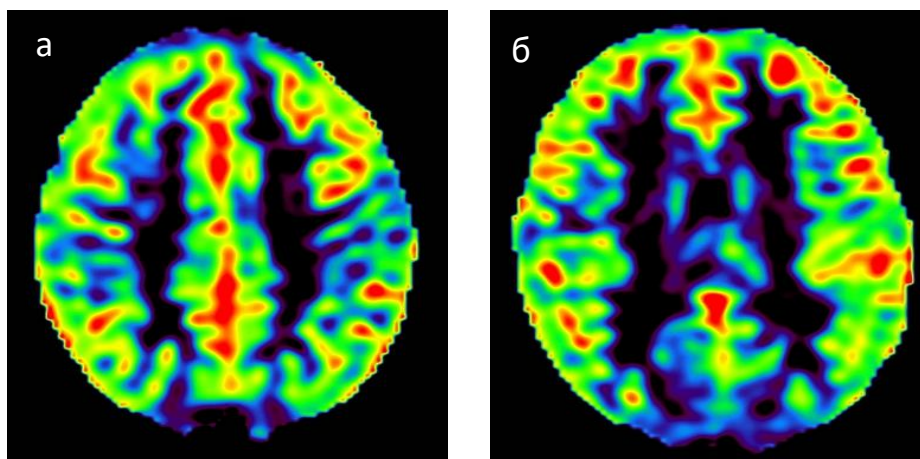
Перфузионные характеристики головного мозга в норме (ASL). Важным при оценке перфузии является наличие идентичности перфузионных характеристик гемисфер.
